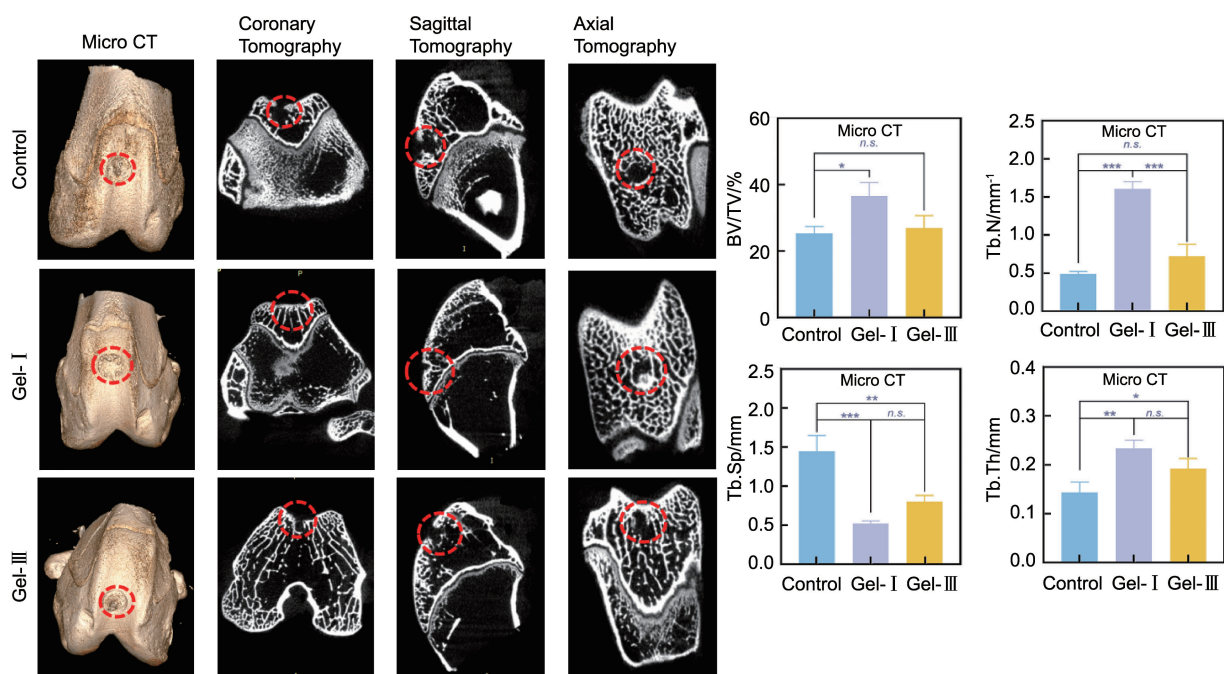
软骨缺损修复术后 8 周显微 CT 扫描图像及数据分析
